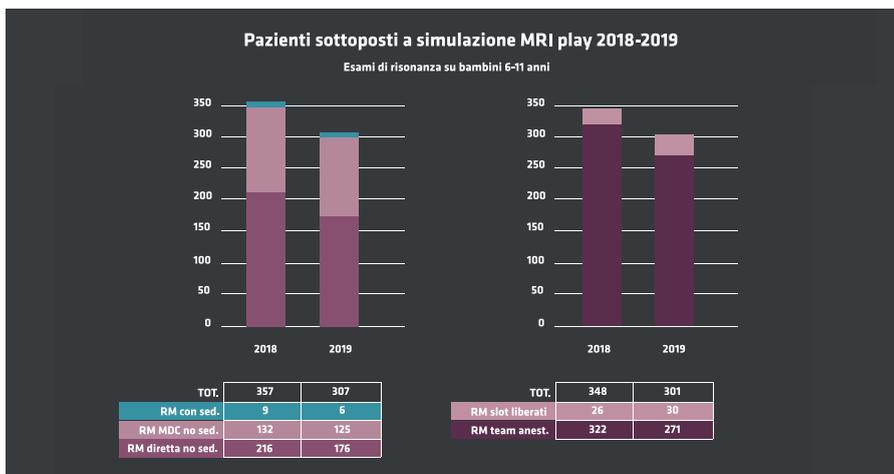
Elaborazione dei dati Meyer 2018-2019: pazienti di età compresa tra 6 e 11 anni sottoposti a simulazione *MRI Play*. Nel 2018, su 357 bambini che hanno sperimentato la simulazione dell'esame pre-MRI, 348 sono stati sottoposti all'esame senza anestesia, 9 hanno fatto ricorso alla sedazione. Nel 2019, su 307 bambini che hanno sperimentato la simulazione dell'esame pre-MRI, 301 non hanno fatto ricorso alla sedazione, al contrario sei sì. © Ester Iacono.
